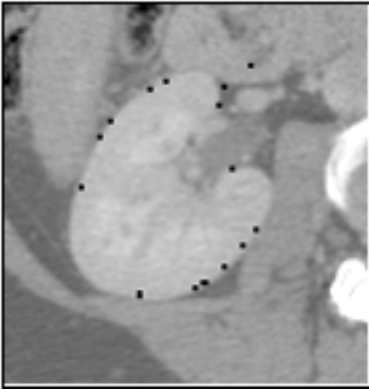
Teil von einem CT-Bild mit einer Niere und den eingezeichneten inneren, mittleren und äußeren Vertex-Punkten. Die markierte Linie zwischen zwei korrespondierenden Punkten des äußeren und inneren Randes befindet sich in diesem Fall innerhalb der selben Schicht. Bild aus [Pohle03a]
